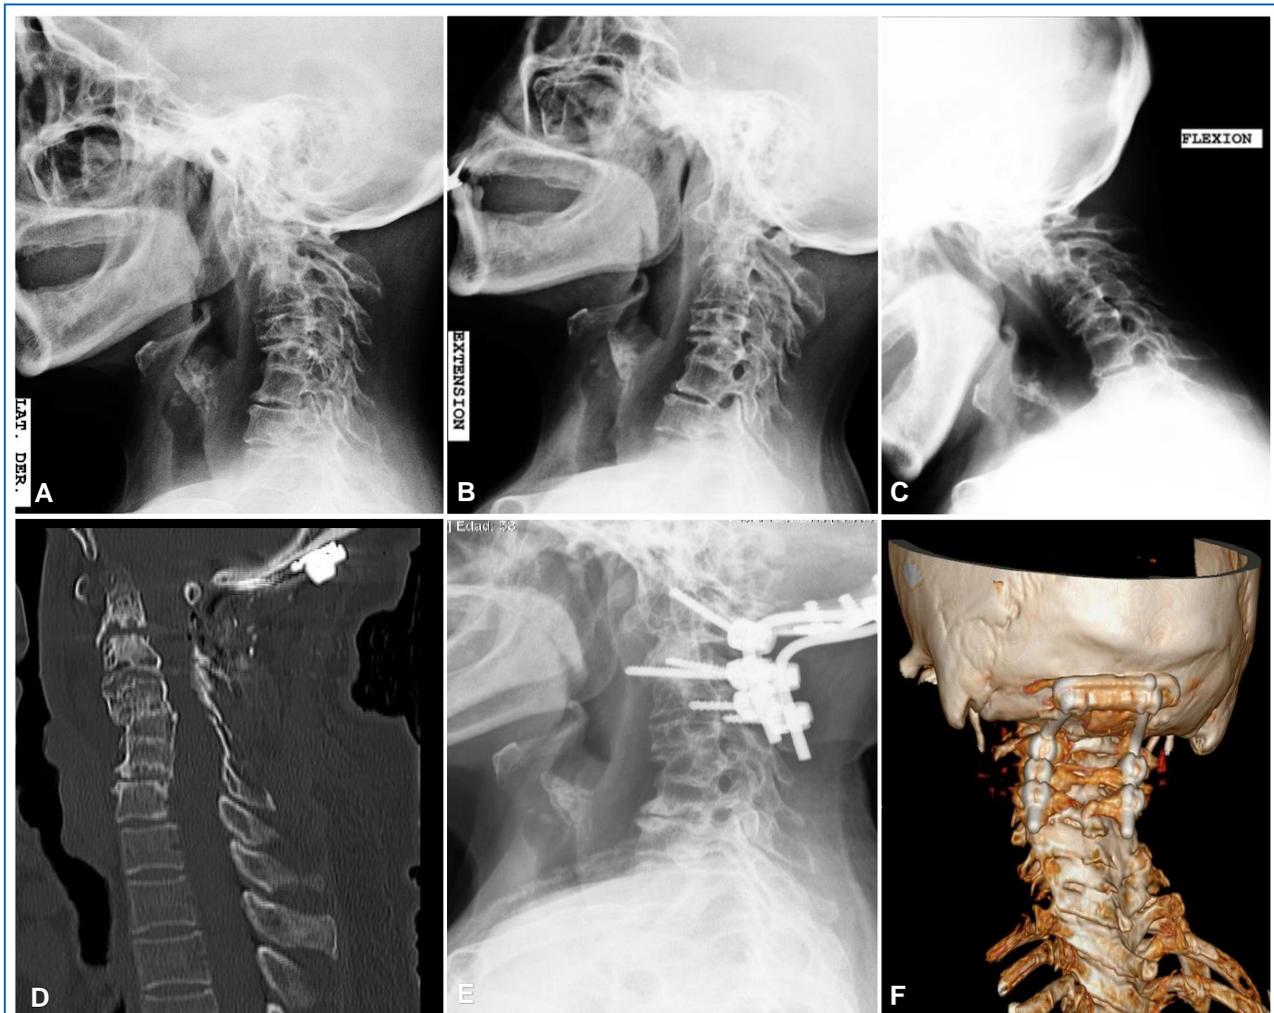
(Caso 2): Mujer de 57 años con antecedentes de artritis reumatoide desde hace 30 años, TBC pulmonar tratada, cirugía de rodilla y cirugía torácica. Recibió terapia con prednisona y metotrexato. La paciente presentaba síntomas de cervicalgia posterior, parestesias braquiales en miembro superior derecho. Los exámenes de laboratorio mostraron PCR y VSG elevados. (A, B, C) La radiografía cervical funcional demostró la presencia de inestabilidad atlantoaxial. (D, E, F) La cirugía que se realizó fue artrodesis posterior C0-C3 con buena evolución clínica en la escala de Ranawat pasando de un grado II a un grado I.
